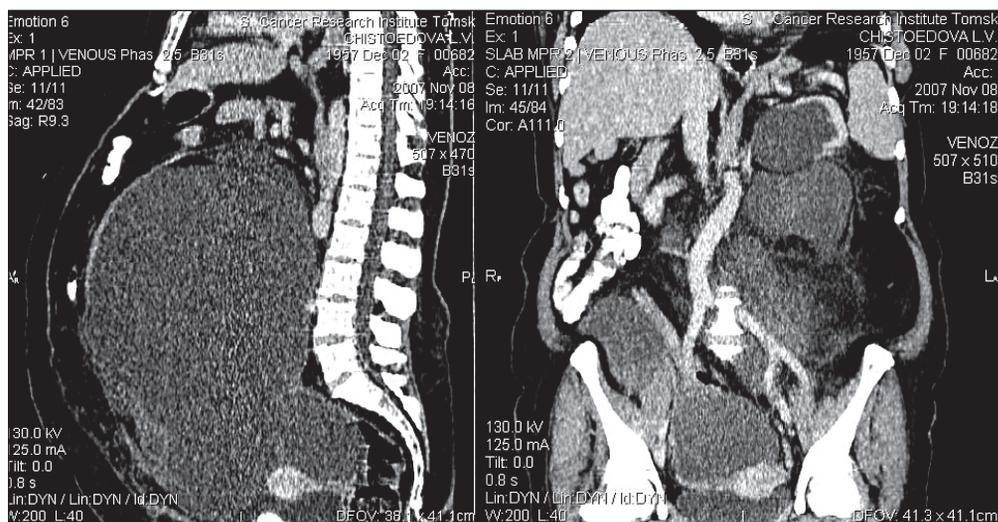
СКТ брюшной полости. Гигантская неорганный опухоль забрюшинного пространства, оттесняющая вверх и в стороны прилежащие анатомические структуры
